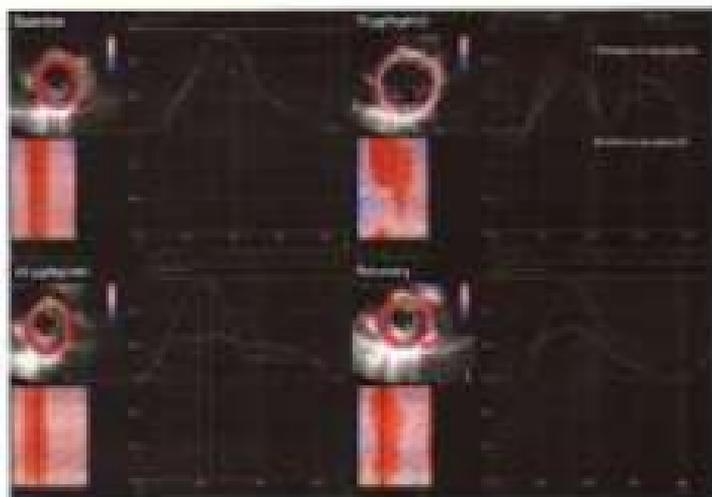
Радиальный стрейн, выявляющийся доплерографически в течение стресс-ЭхоКГ у пациента при инфузии 10 мкг/кг/мин добутамина [108]
